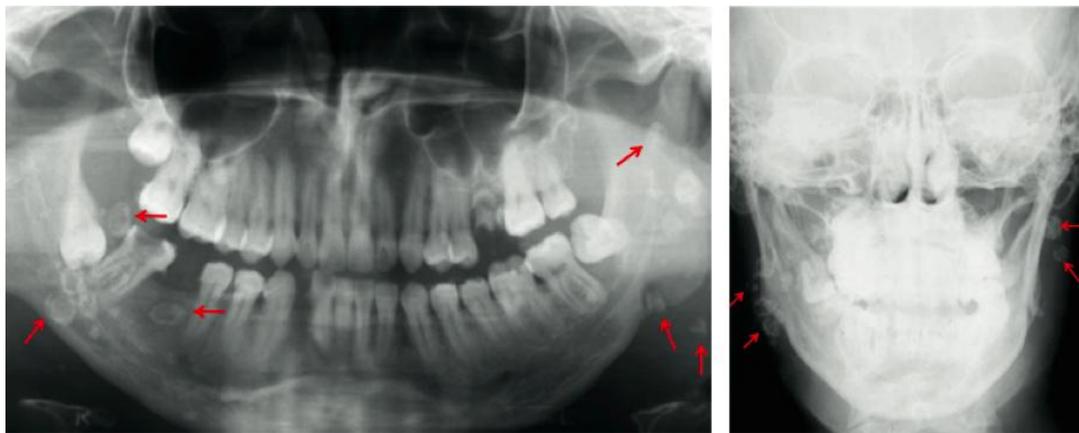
Radiografía panorámica. Radiografía frontal con manipulación del contraste, donde pueden observarse flebolitos.
